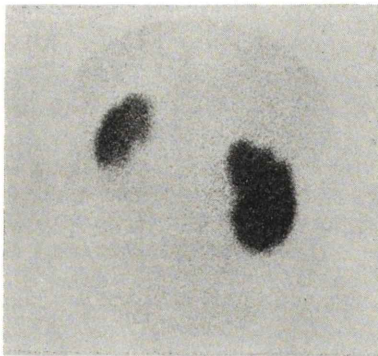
Renal infarction. ^{99m}Tc -DMSA scintigram.
